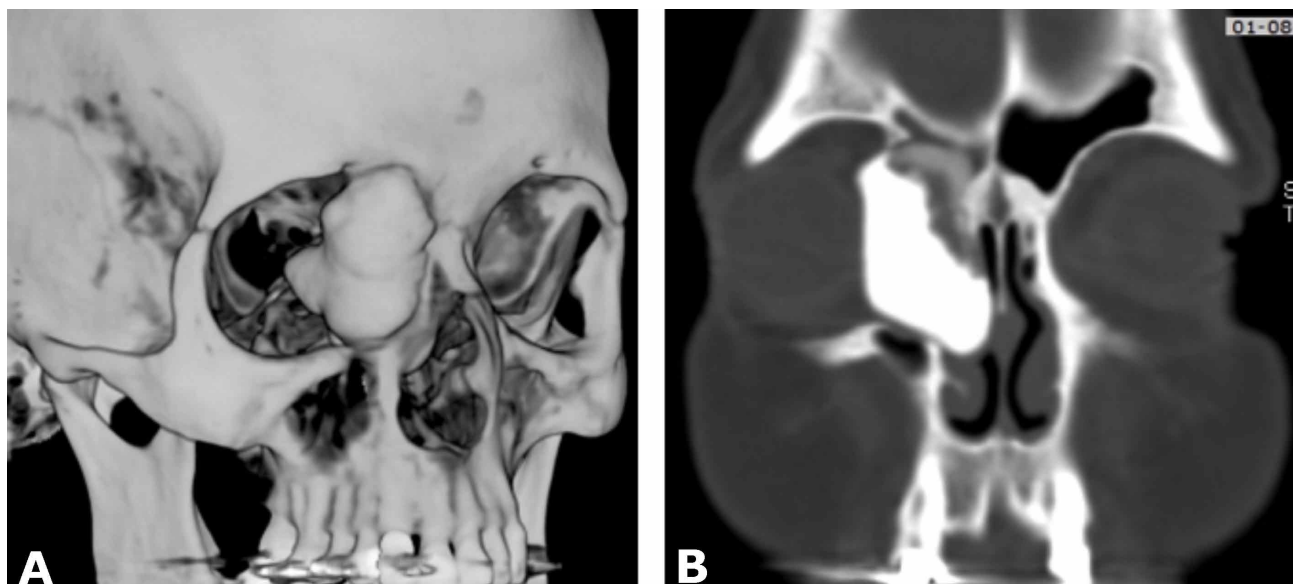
Tomografía pre operatoria de la lesión. A. Reconstrucción volumétrica. B. Corte coronal donde se expone extensión de la lesión.
